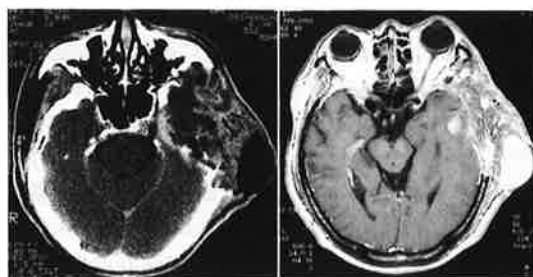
Postoperative CT (left) and MRI (T1-weighted image, right) with contrast medium demonstrating complete removal of the tumor.
